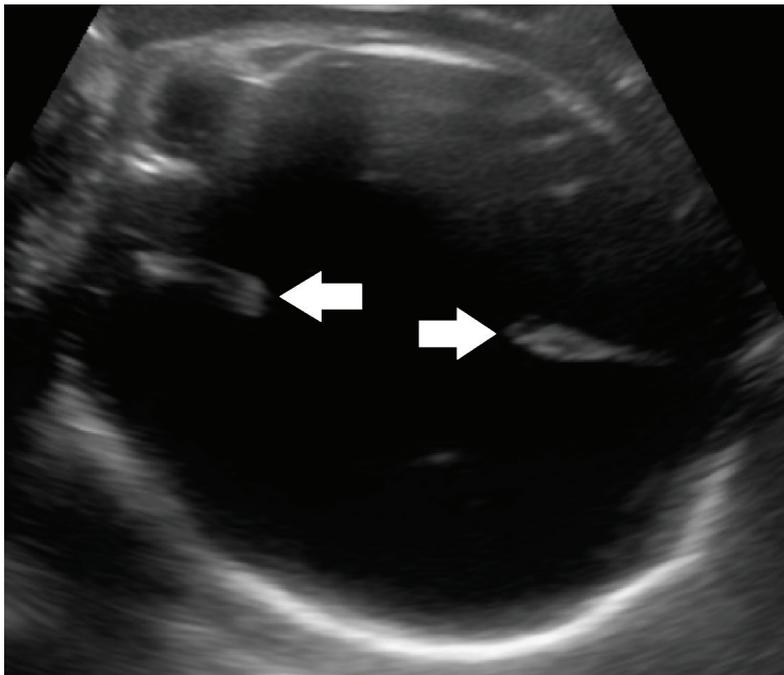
A ultrassonografia obstétrica mostra destruição quase total do parênquima cerebral substituído por líquido cefalorraquidiano. A foixe do cérebro está presente (setas brancas).
